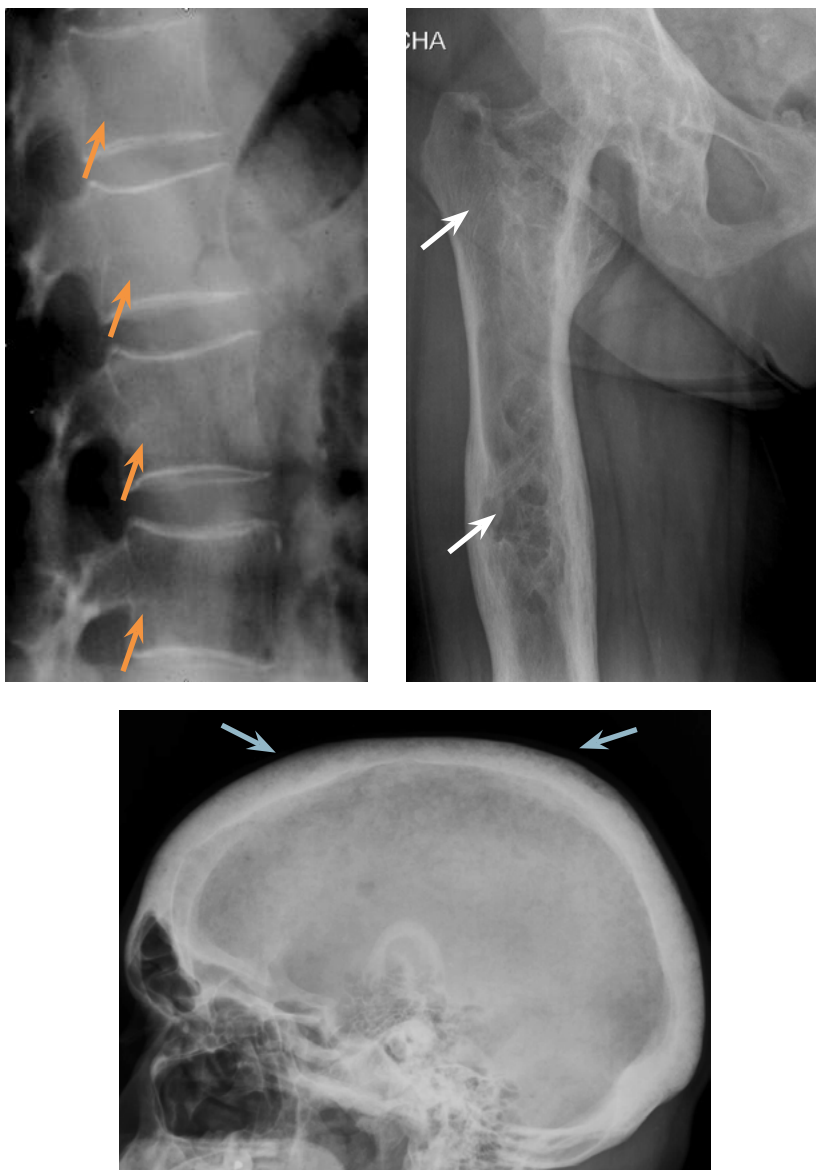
Alteraciones en la densidad ósea. *Arriba izquierda:* detalle de radiografía de columna dorsal lateral. Se observa osteopenia difusa de los cuerpos vertebrales con pérdida marcada del hueso trabecular (flechas naranjas). *Arriba derecha:* paciente con insuficiencia renal crónica de larga evolución que presenta múltiples lesiones líticas centromedulares confluentes, que expanden la cortical ósea, sugestivas de tumores pardos (flechas blancas). *Abajo:* radiografía lateral de cráneo del mismo paciente en la que se identifica patrón moteado en la calota típico del “cráneo en sal y pimienta” que se puede observar en la osteodistrofia renal (flechas azules).
